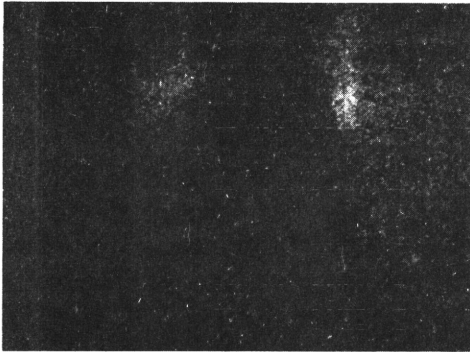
A posterior view of the adrenal scintigram with 6.7 mCi  $^{123}\text{I}$ -6-iodomethyl-19-norcholesterol (adosterol) at 48 hrs. after injection. Each adrenal gland is clearly revealed.
